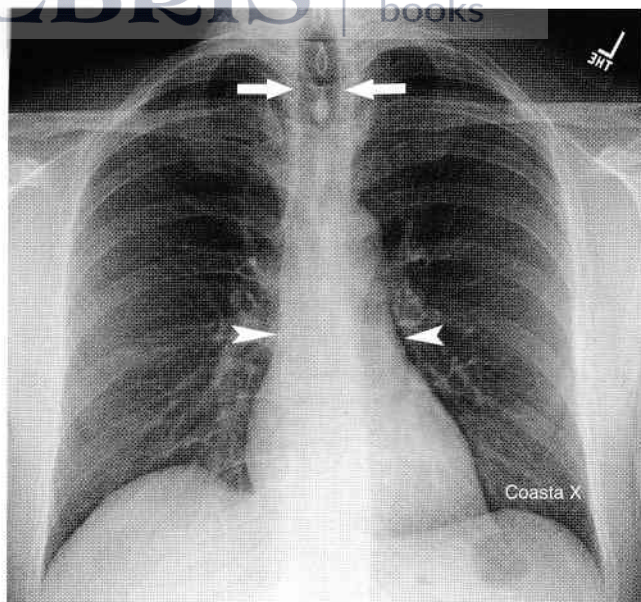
Torace normal, radiografie PA. Traheea verticală (săgeți drepte) ar trebui să fie mereu pe linia mediană. Mediastinul normal are densitate lichidiană (vârfuri de săgeți).
